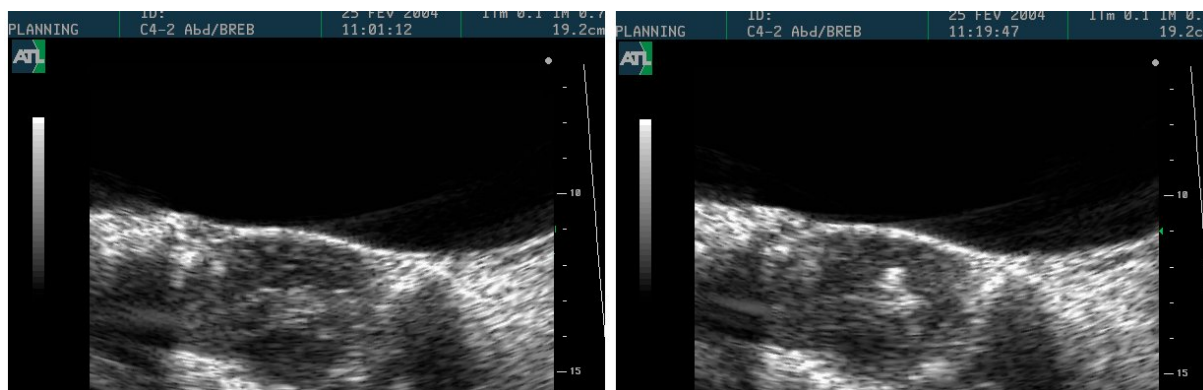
Images échographiques de cerveaux de brebis (après craniotomie). A gauche : image de référence. A droite : image acquise immédiatement après le traitement HIFU, on peut noter l'apparition d'une zone hyper-échogène. (Collaboration LOA, Pitié-salpêtrière)
